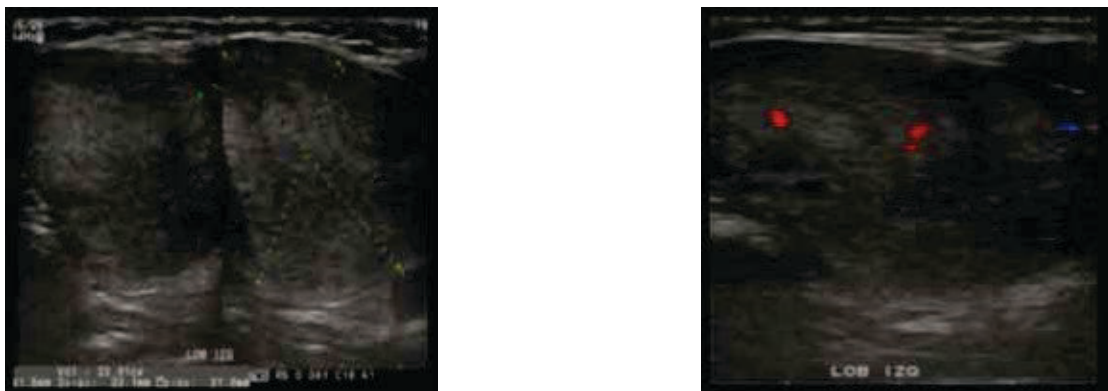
Femenino de 55 años de edad, con aumento de volumen del hemicuello izquierdo. Ultrasonido: nódulo sólido, ecogénico, márgenes mal definidos y vascularidad disminuida. TI-RADS 5. Reporte histopatológico: neoplasia folicular. Reporte quirúrgico: adenoma folicular.
